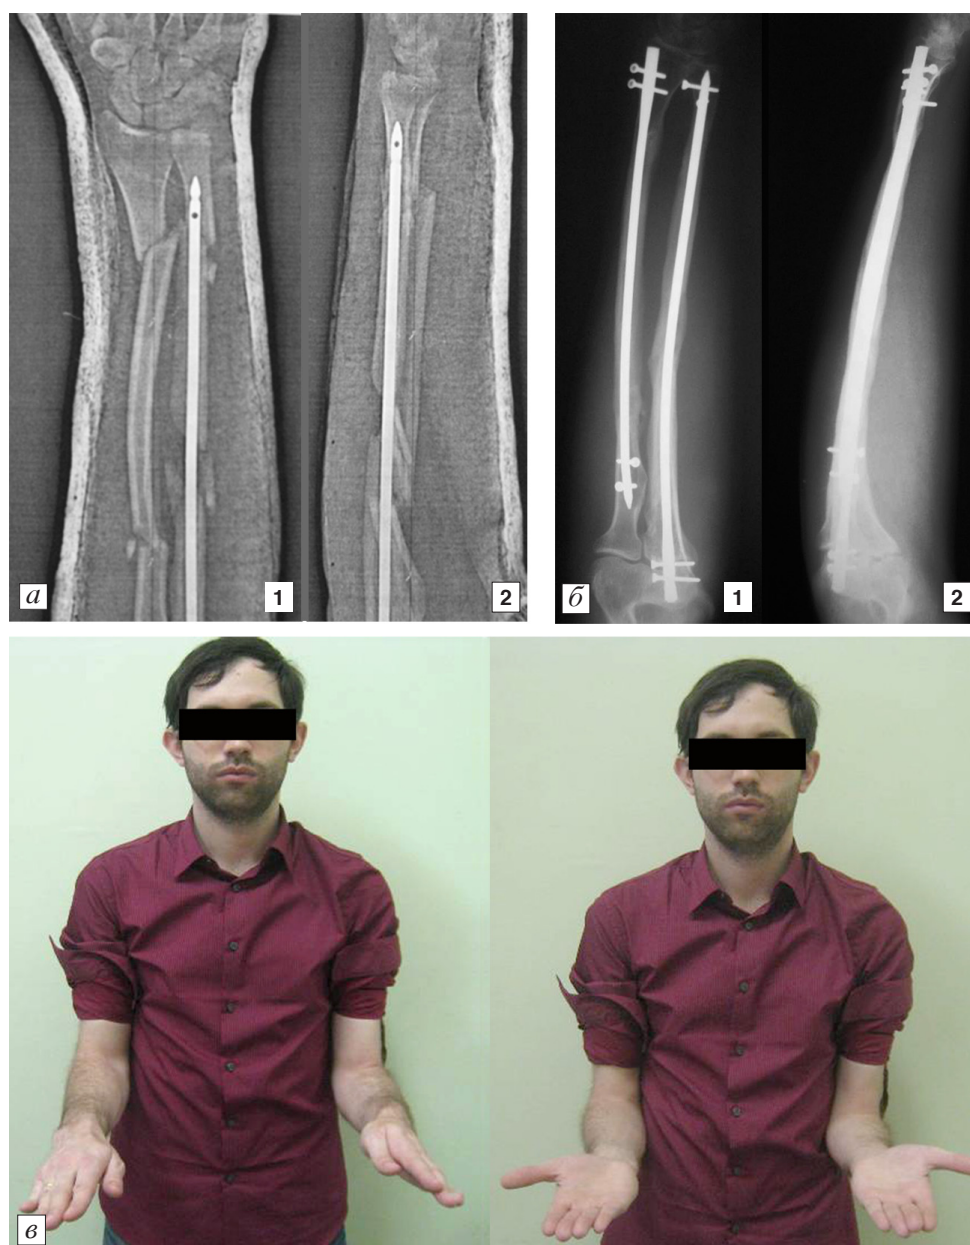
Электрорентгенограммы больного С., 27 лет, с открытым осколочным переломом обеих костей предплечья II степени.
